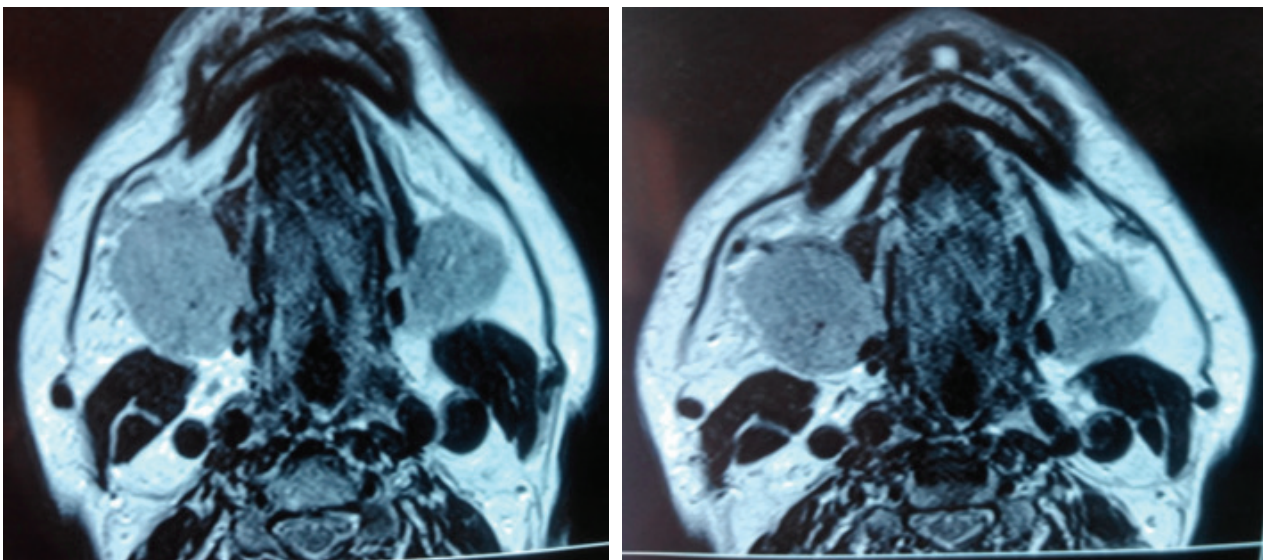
IRM cervicale : masse tumorale maligne de la glande sub-mandibulaire droite à développement exophytique de contours irréguliers en hyposignal T1 et en hyper signal T2 avec une prise de contraste modérée après injection de gadolinium. Elle mesure 36*32 mm dans le plan axial et 27 mm de hauteur.
